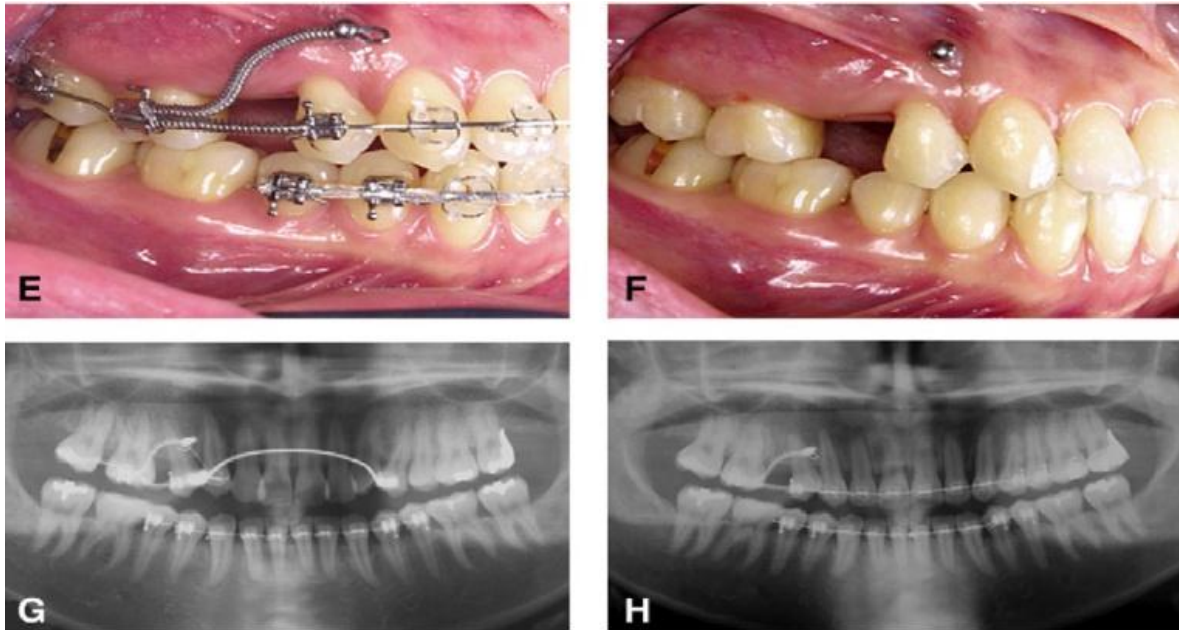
Photographies endobuccales et radiographie panoramique en cours de traitement (4)
